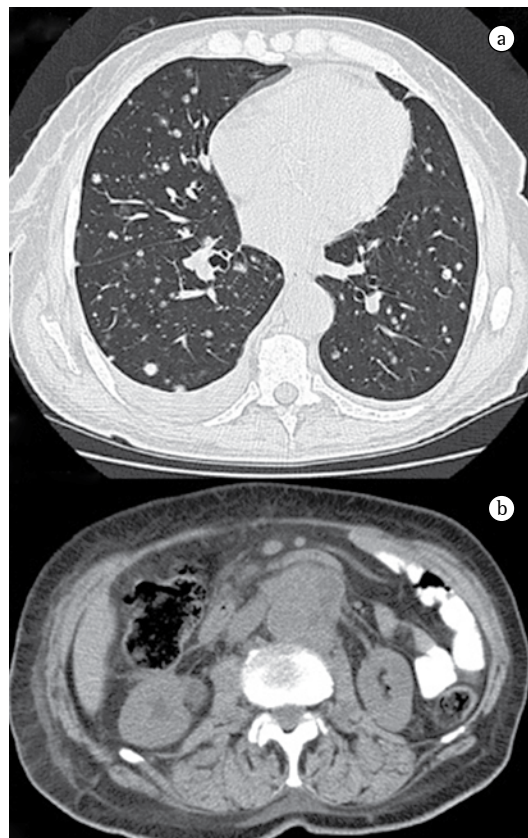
Doença linfoproliferativa em um receptor de transplante bilateral. Imagens do 8º mês após o transplante: (a) TCAR axial mostrando nódulos pulmonares bilaterais múltiplos e derrame pleural à direita; e (b) CT axial do abdome mostrando linfadenomegalias em retroperitônio.
